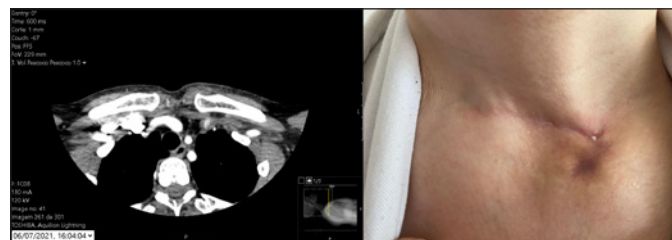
Axial plane of cervical CT showing supraclavicular lesion disappearance (A). Small scar at the left clavicular implant site (B).
